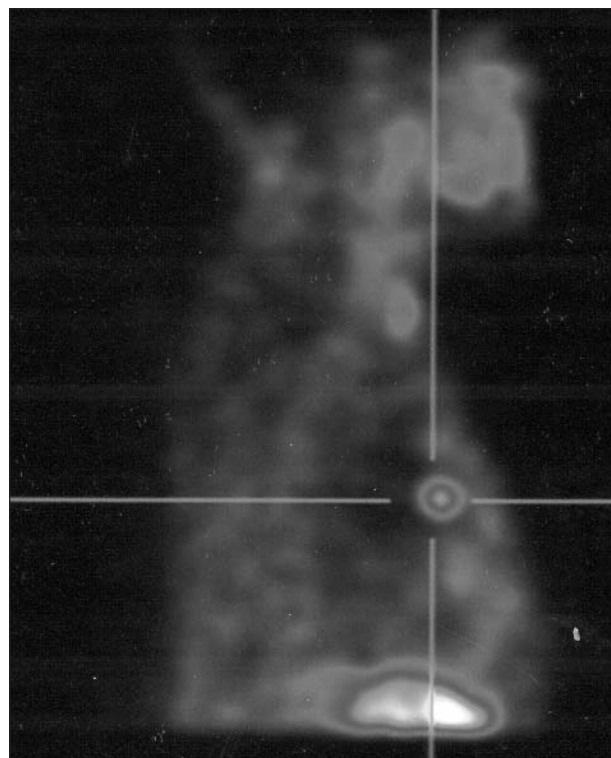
Localizzazione scintigrafica dell'adenoma paratiroideo ectopico.
